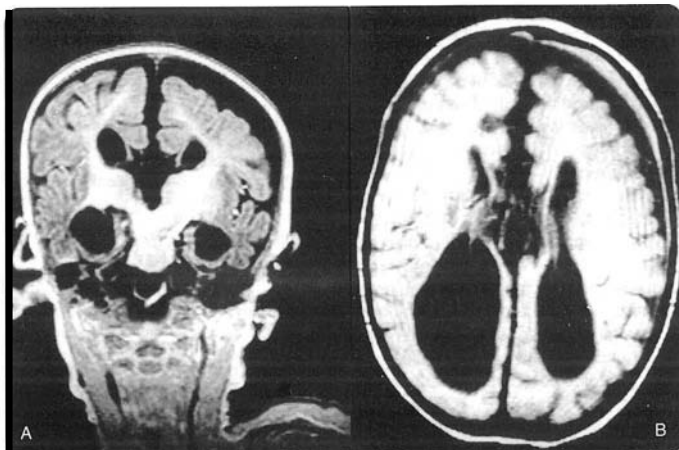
(a). RM, fase T, (TE: 4 ms, TR 10 ms) corte coronal: muestra la ausencia o agenesia del cuerpo calloso, así como dilatación y elevación del III ventrículo que desplaza lateralmente a los ventrículos laterales.
